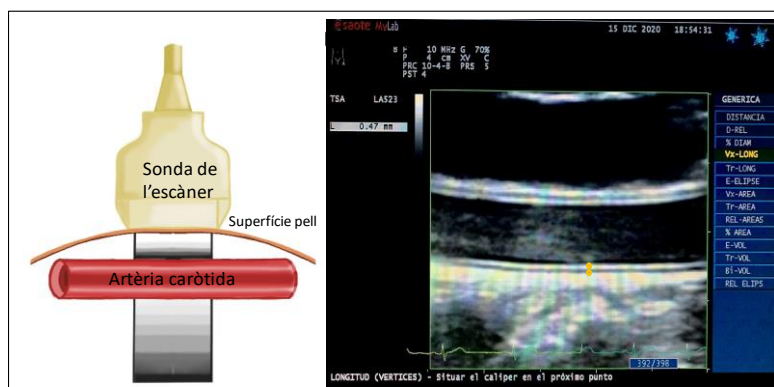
Mesura del GIMc mitjançant ecografia. (Realitzada per l'autor)
